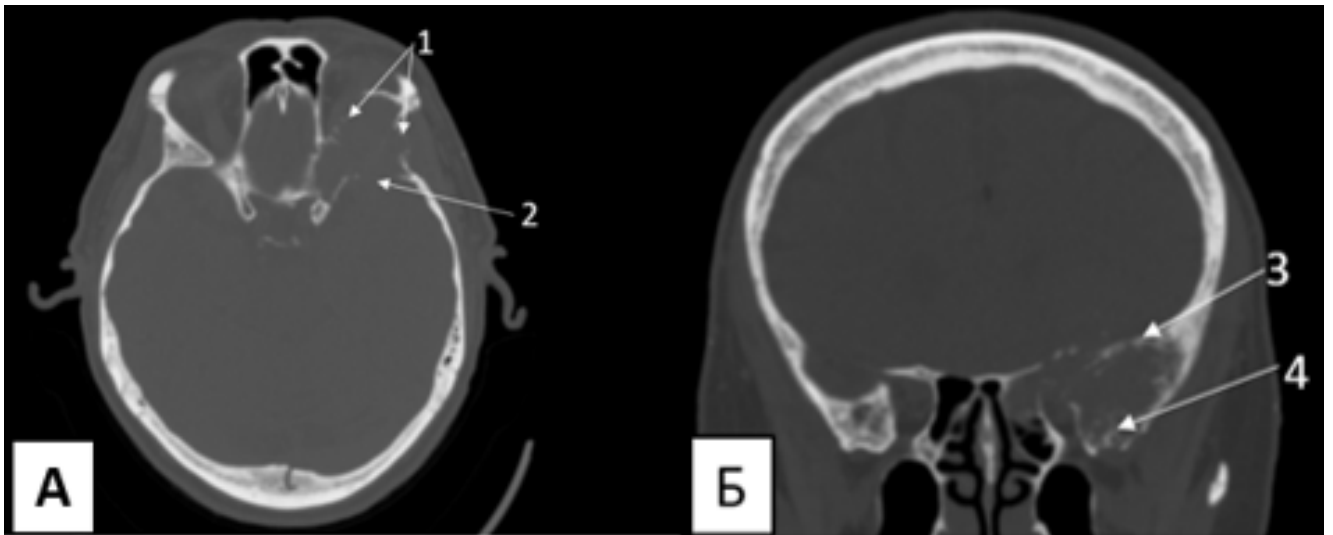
СКТ головы: А - аксиальный срез. 1 - тонкостенные остатки наружной пластинки большого и малого крыла, 2 - участок деструкции большого крыла основной кости; В - фронтальный срез. 3 - участок гиперостоза малого крыла, 4 - костные тонкостенные перемычки в строме опухоли
